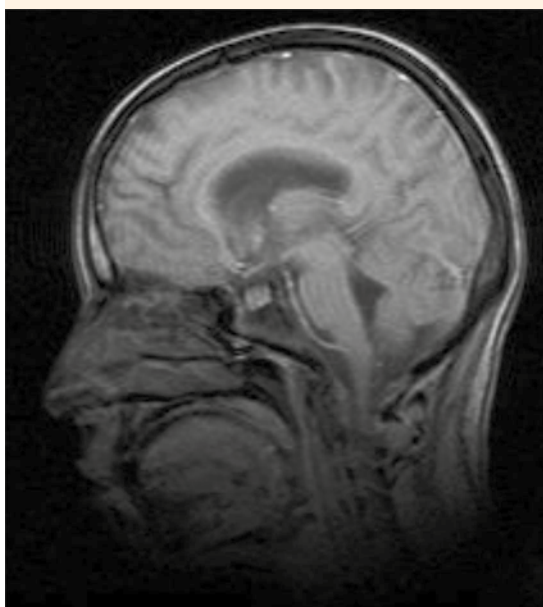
Resonancia magnética nuclear craneal normal (corte sagital).
